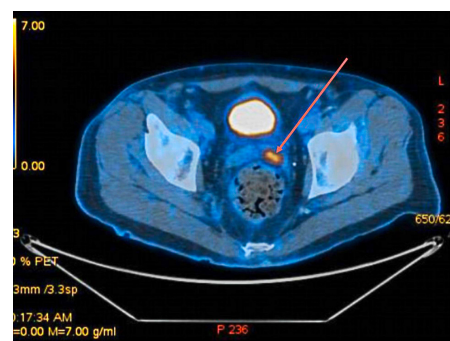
PET-CT: Metabolisch aktiver Herd zwischen Harnblase und Sigmoid.
